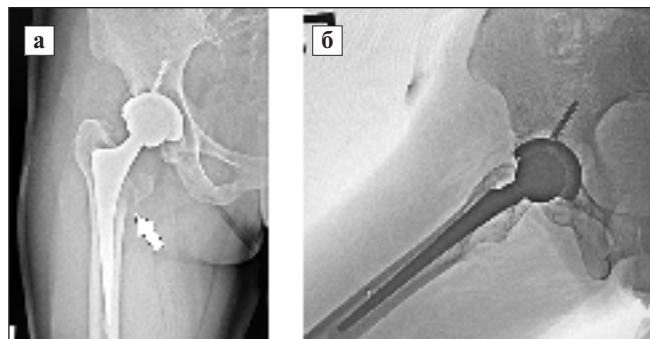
Рентгенограммы пациентки Г., 39 лет, ЭП ТБС — в 2014 г., падение — в 2024 г. Видны перелом малого вертела бедренной кости (а) и признаки асептического расшатывания компонентов эндопротеза (б)
